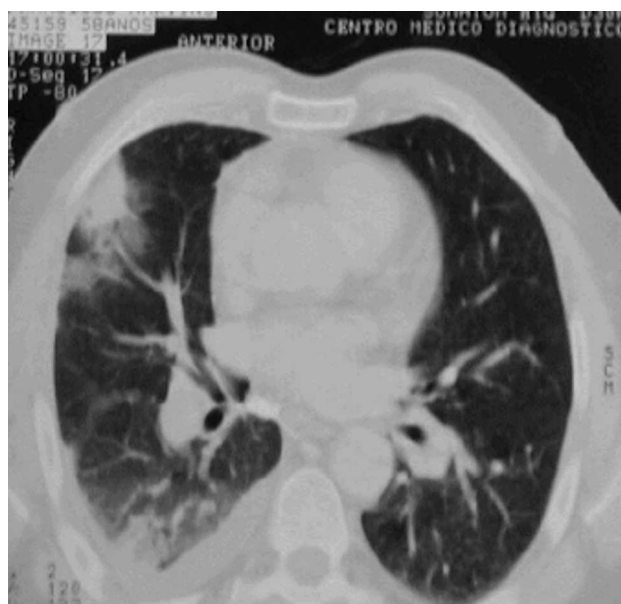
Tomografia Axial Computadorizada (TAC) Torácica: «...Trombose da Artéria Pulmonar Dt.ª. ... Consolidações Alveolares Periféricas compatíveis com áreas de Enfarte Pulmonar. Pequeno Derrame Pleural Dt.º».
